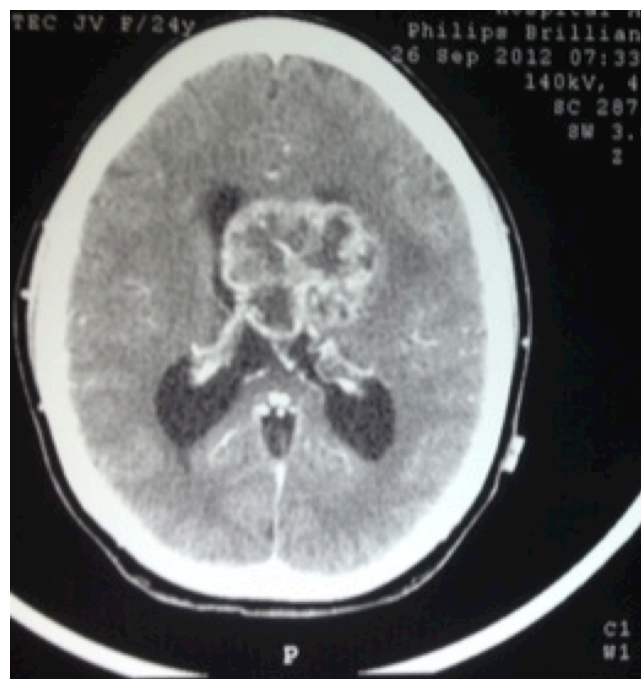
Tomografía que demuestra lesión heterogénea con bordes mal definidos y captación del medio de contraste.
